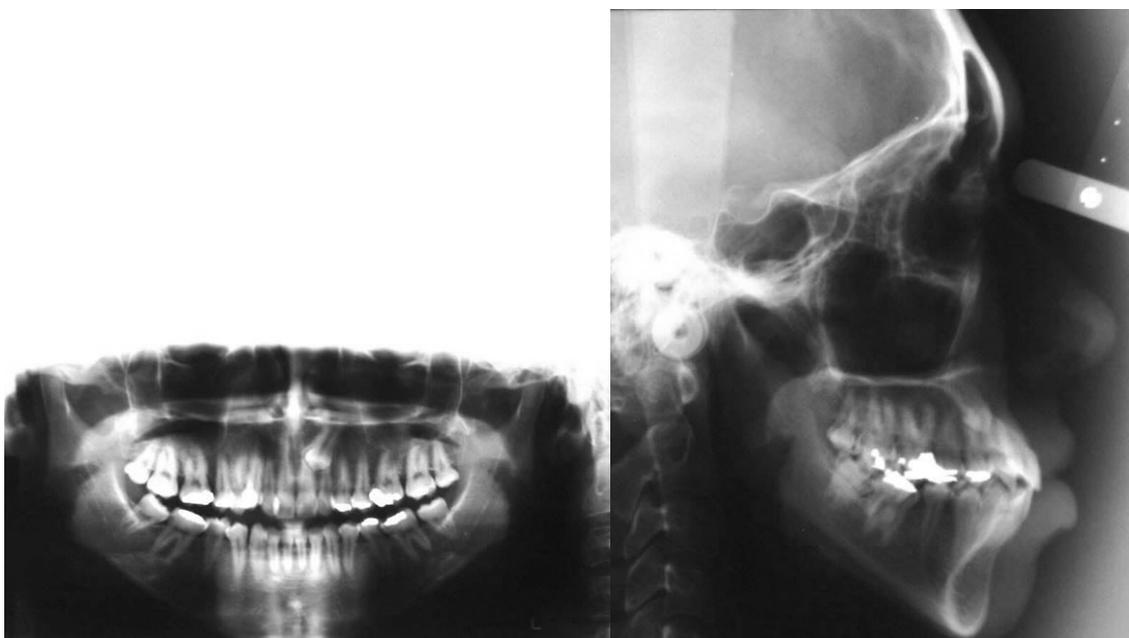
(A-B) – Radiografia panorâmica e radiografia cefalométrica lateral ao início do tratamento
